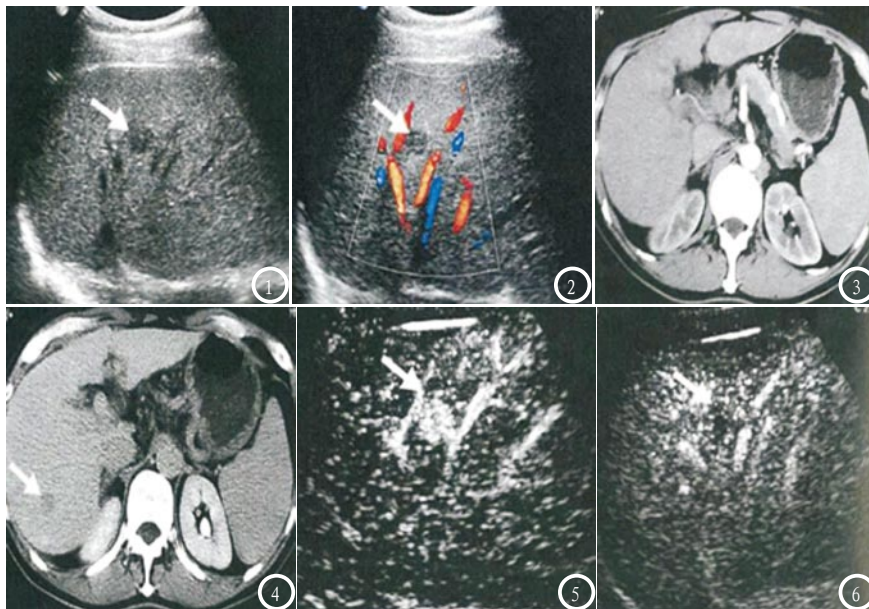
常规灰阶显示肝硬化伴肝右叶低回声结节, 大小约为14mm×13mm(图1), 彩超未见病灶血流信号(图2); 图3-4 增强CT显示动脉期病灶呈稍高密度(图3), 而门脉期病灶强化减退(图4), 符合小肝癌表现; 图5-6 CEUS显示低回声结节动脉相呈高增强(图5), 病灶轮廓清呈低增强, 符合肝癌声像(图6)。
